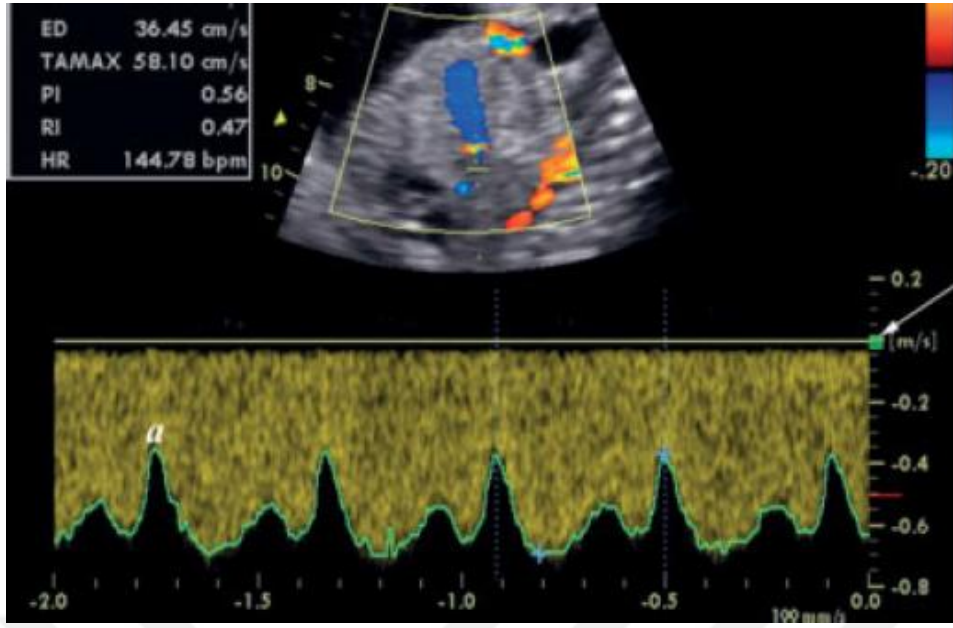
Vena Umblikalis Doppler USG İncelemesi
